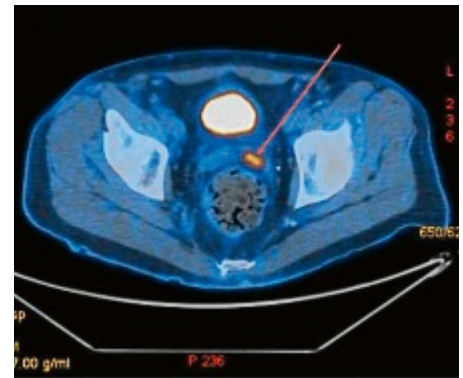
PET-CT: foyer métaboliquement actif entre la vessie et le sigmoïde.
